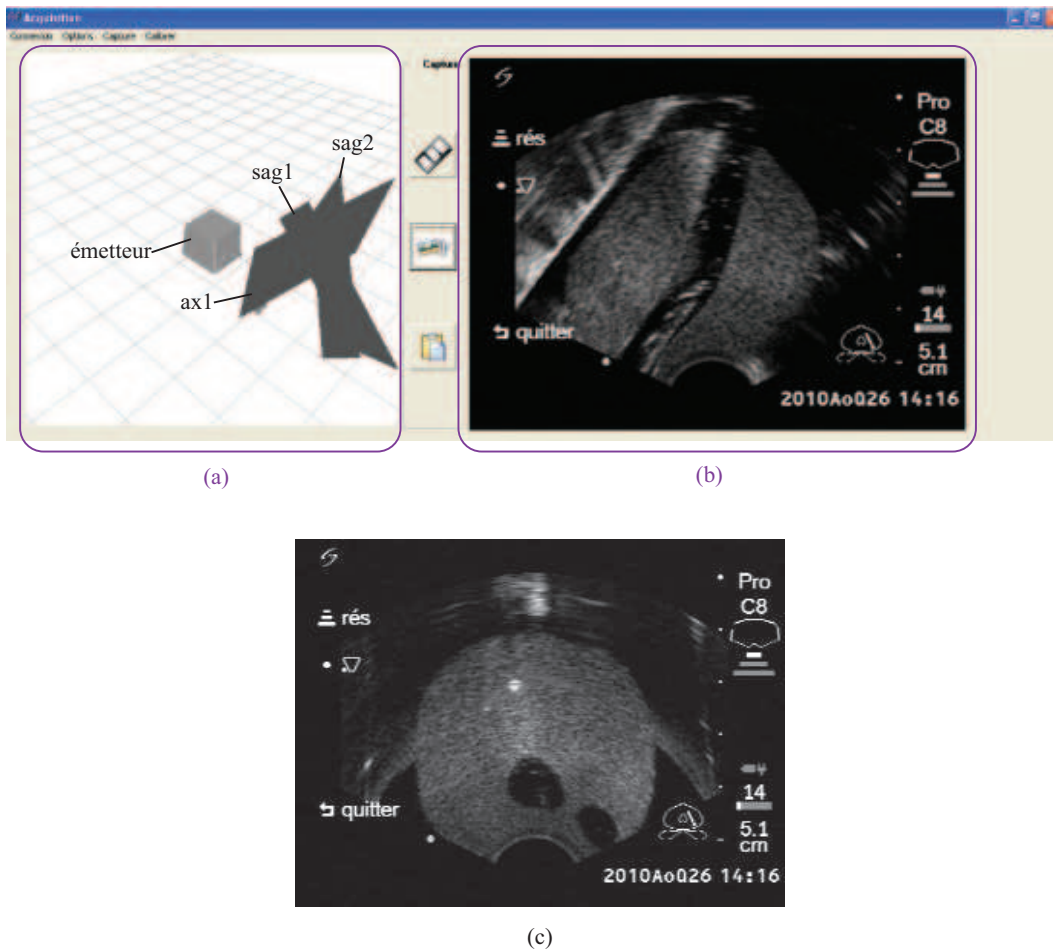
Interface d'acquisition et de repérage d'échographie 2D main libre (ArtiMed). La partie (a) permet de visualiser en temps réel les plans d'acquisition, tandis que la partie (b) affiche le contenu de l'image (il s'agit ici de sag1). L'image acquise dans le plan ax1 est présentée en (c).
